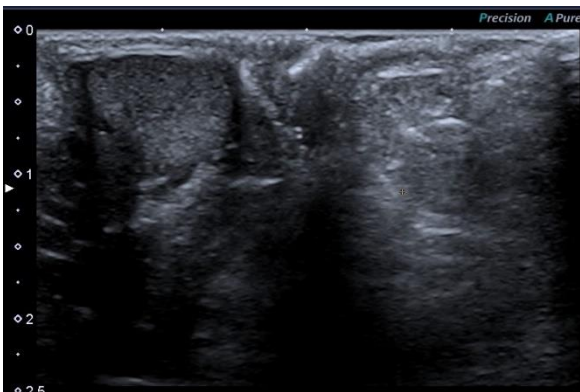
The ultrasonographic image shows that the right testis is in the scrotum but not on the left
